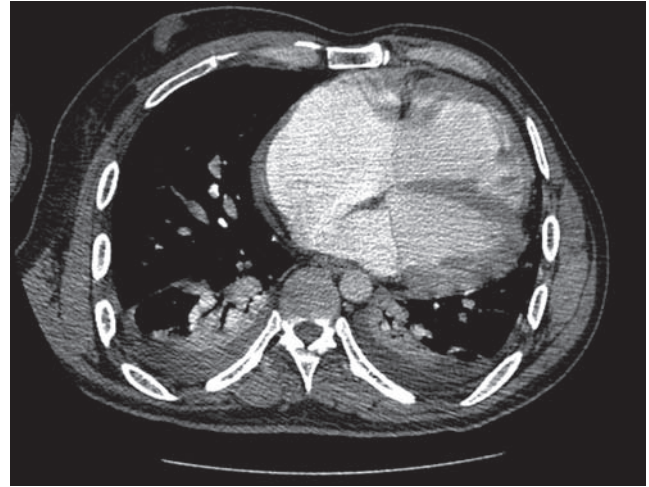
Tomografía contrastada. Demuestra la persistencia de la vena cava superior izquierda dilatada.
